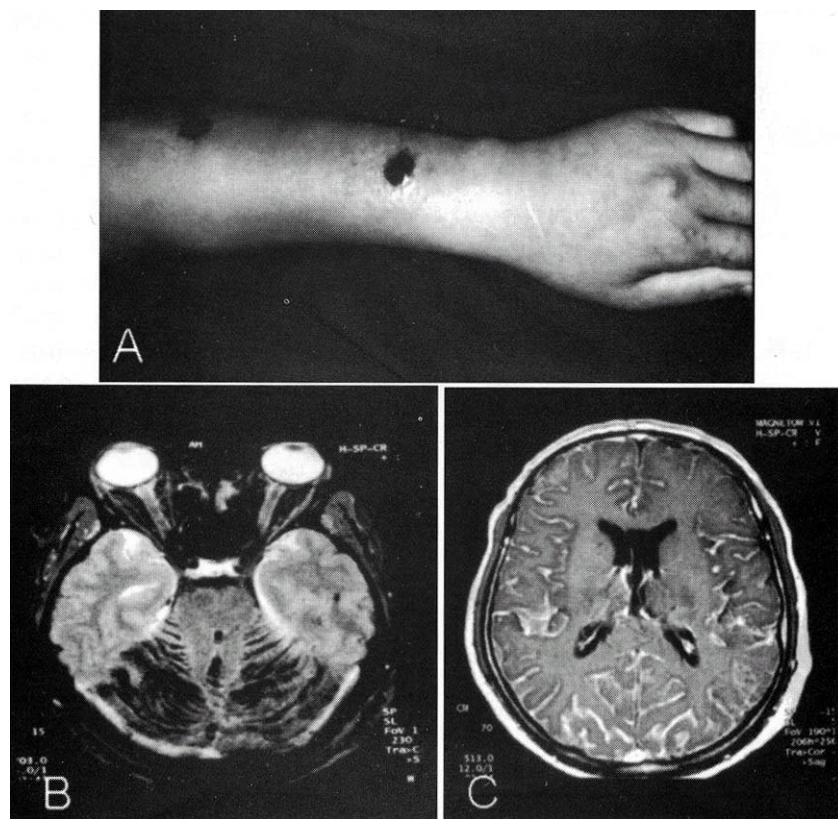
Cutaneous manifestation of anthrax and radiologic findings of hemorrhagic meningitis by anthrax in patient 1. (A) On 2nd day after onset, the patient showed two ruptured vesicles on the left forearm. (B) Axial T2-weighted MR image showed dark signal intensities within subarachnoid space, suggesting hemorrhage. (C) Contrast-enhanced axial T1-weighted MR image showed diffuse leptomeningeal enhancement.
